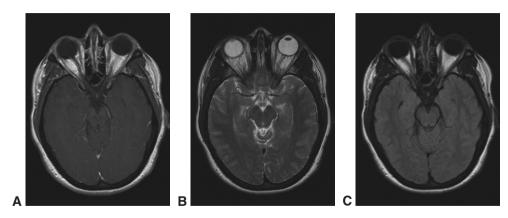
IRM cérébrale normale en coupe axiale au niveau des orbites et du tronc cérébral. Images pondérées en T1 avec injection de produit de contraste (A) mettant en évidence le liquide cérébrospinal (LCS) et le vitré qui apparaissent hypo-intenses (sombres); la graisse orbitaire apparaît hyperintense (blanche), et la substance grise est relativement hypo-intense comparée à la substance blanche. Les images pondérées en T2 (B) montrent que le LCS, le vitré et la graisse orbitaire sont hyperintenses et que la substance grise est hyperintense comparée à la substance blanche. Les images FLAIR (C) montrent que la graisse orbitaire est hyperintense; cependant, le vitré et le LCS apparaissent hypo-intenses, ce qui facilite la détection des anomalies dans la région périventriculaire. (Remerciements au Dr Rod Foroozan.)
